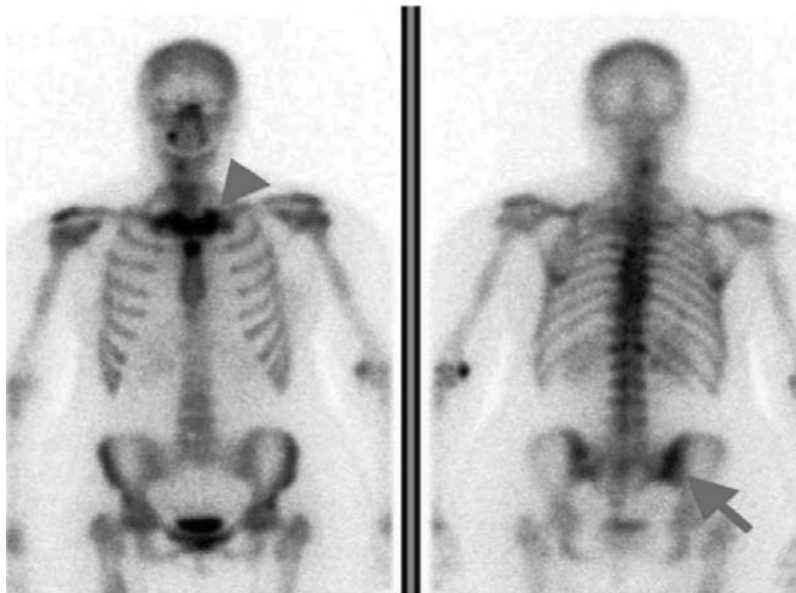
Captarea patologică a izotopilor în zonele afectate (sternoclaviculară sub formă de cap de bour și sacroiliacă) la scintigrafia osoasă, regim corp integru
